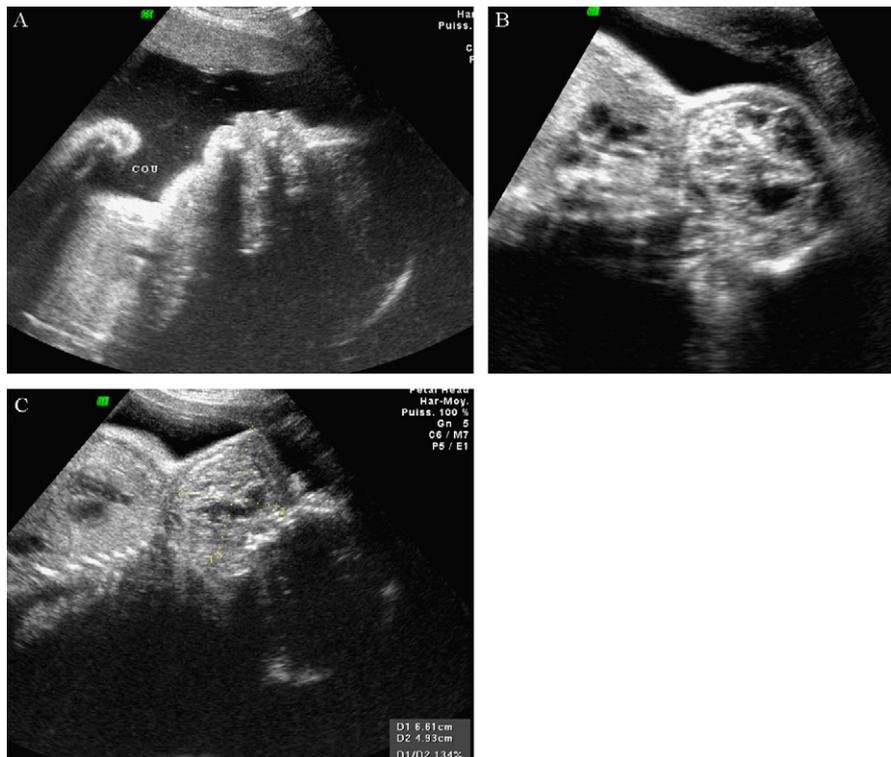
A. Échographie 2D : fœtus dont le cou en hyperextension avec présence d'une masse cervicale. B. Échographie 2D : coupe transversale au niveau du cou montrant une masse tissulaire mixte bien limitée. C. Échographie 2D : coupe parasagittale : la tumeur s'étend jusqu'à la région faciale.
